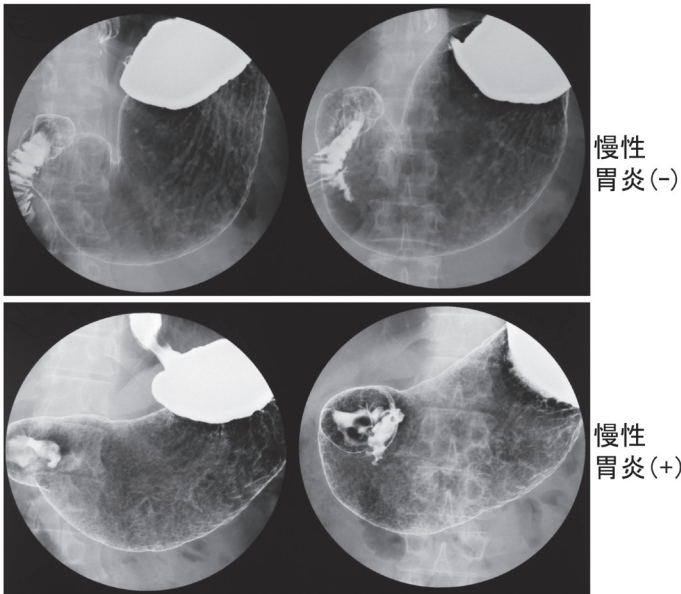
慢性胃炎なしと慢性胃炎ありのX線画像(胃小区像)
